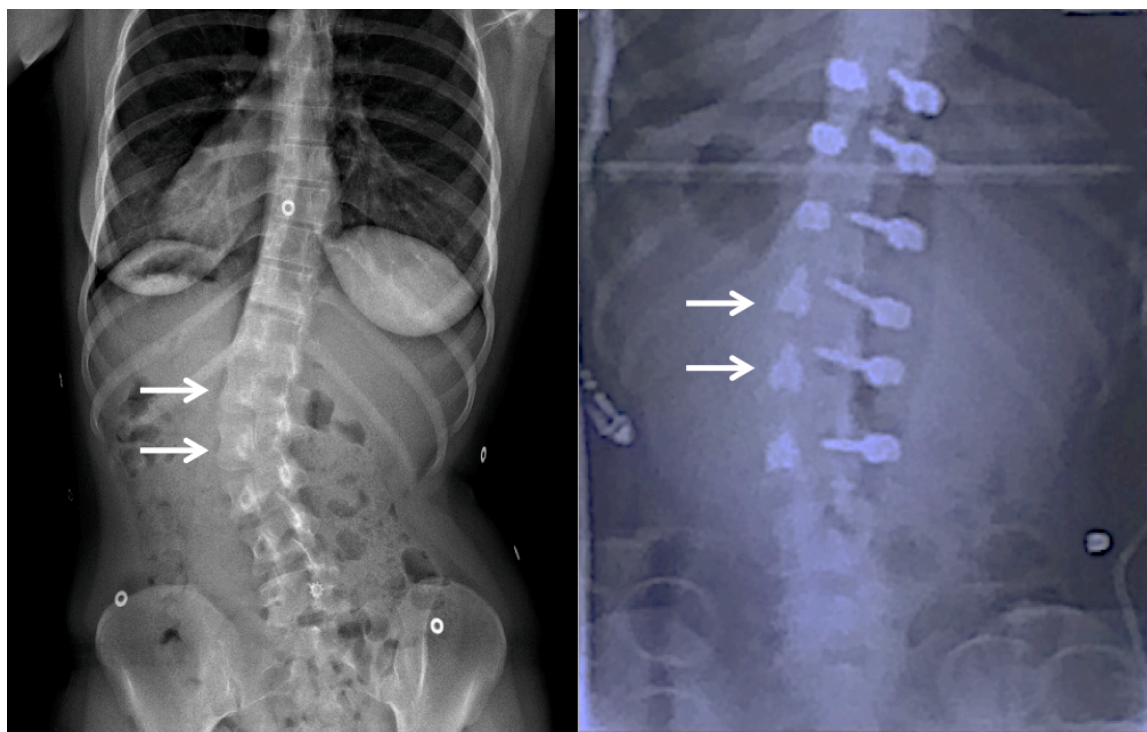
Figure B-11 Vertèbres dérotées sur les radiographies coronales préopératoire et peropératoire
